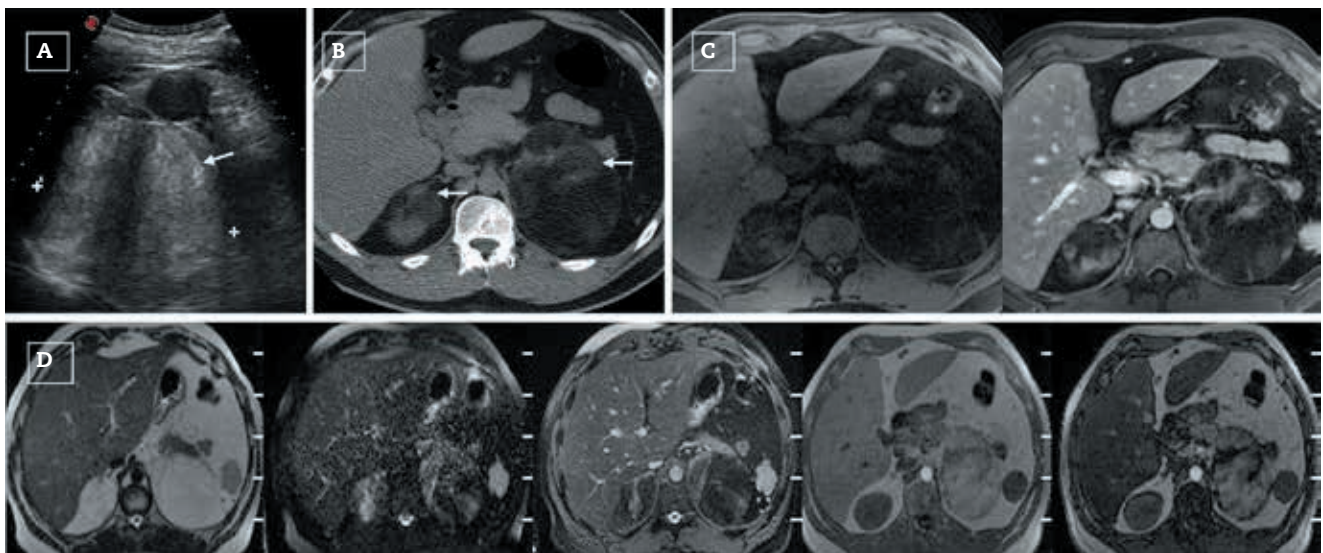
Mielolipoma suprarrenal bilateral (con confirmación anatomopatológica). A) Nódulo sólido de 11 cm, hiperecicoico, en la glándula suprarrenal izquierda. B) Corte axial de TC simple, que demuestra la existencia de sendos nódulos suprarrenales bilaterales, con predominio del componente graso; el izquierdo fue intervenido por su gran tamaño. RM en secuencias T2 y T2 FATSAT y T1 en fase y fuera de fase (D) y T1 con contraste intravenoso (C), que muestra un componente predominantemente graso y un leve realce del componente hematopoyético.
